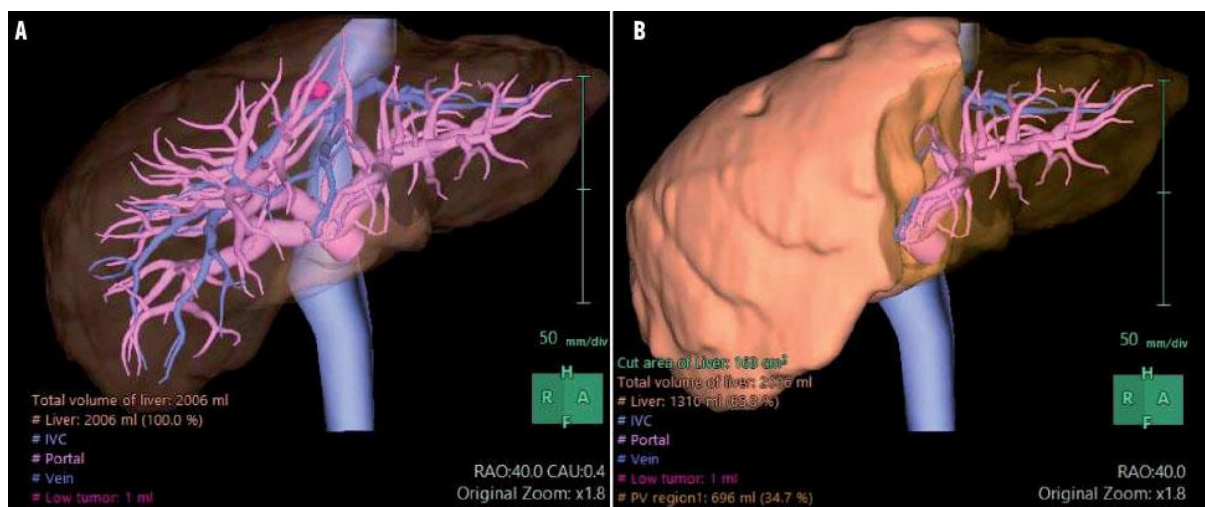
Évaluation volumétrique par tomographie:
